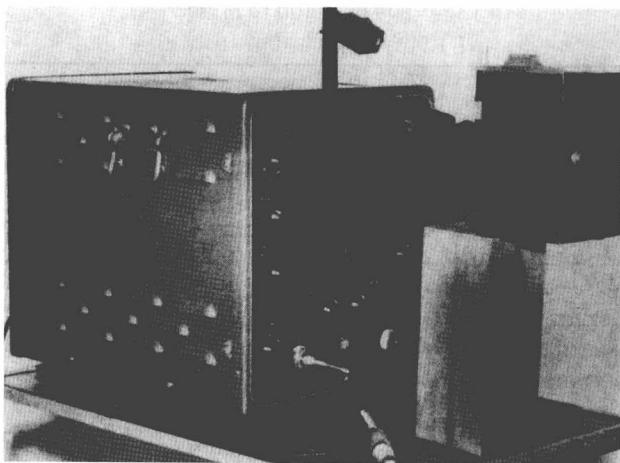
Edler 和 Hertz 最初用来记录早期超声心动图的超声检测仪(经作者同意引自 Edler I. Ultrasoundcardiography. Acta Med Scand, Suppl 370, 1961, 170;39)
